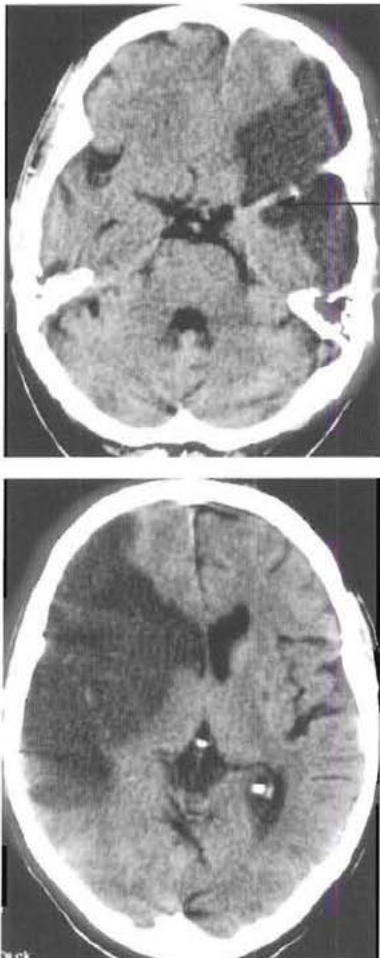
Infarctus. (A) Cette TDM cérébrale montre l'artère cérébrale moyenne anormalement hyperdense car thrombosée (flèche). Noter l'hypodensité franche, atteignant à la fois la substance blanche et la substance grise, située dans le territoire cérébral moyen gauche. (B) Chez un autre patient, infarctus cérébral moyen droit datant de plusieurs jours : hypodensité franche, atteignant la substance blanche et la substance grise, dans le territoire vasculaire cérébral moyen ; il s'associe à un effacement des sillons, ainsi que de la corne frontale et du carrefour ventriculaire droits.
